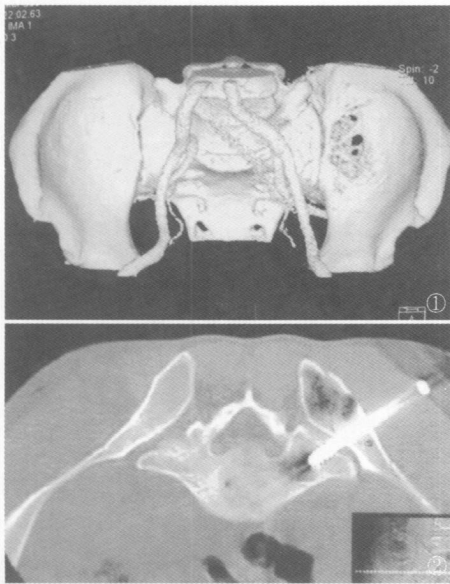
三维 CT 重建示左侧髂骨近骶髂关节处转移性损害
